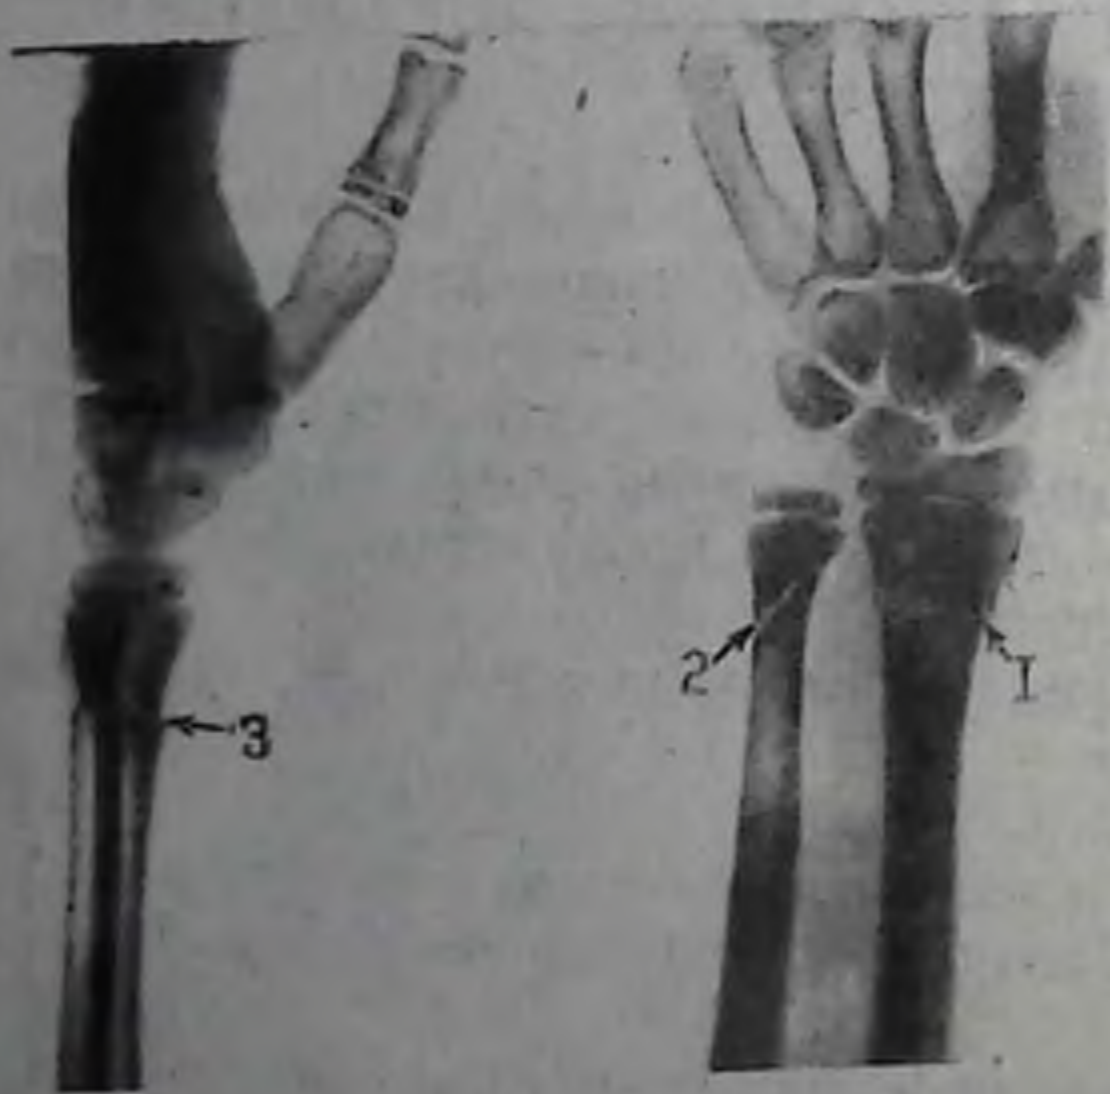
Рентгенограмма правого лучезапястного сустава в двух проекциях. Метадиафизарный перелом обеих костей предплечья:
